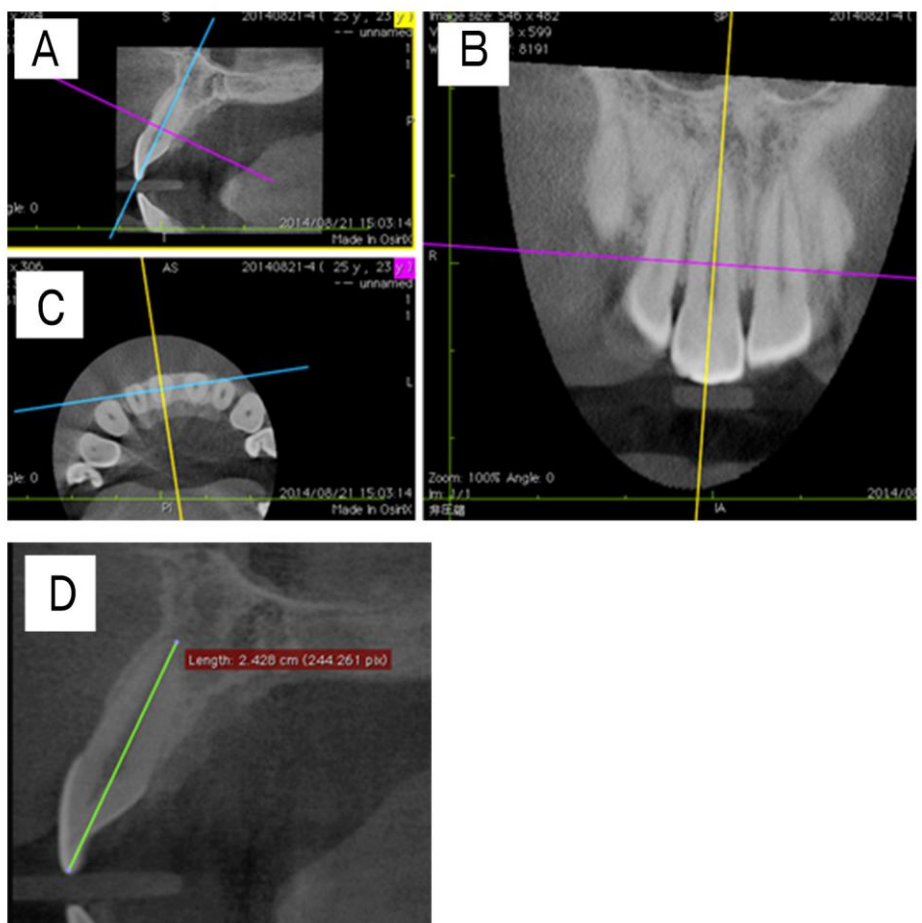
被験者上顎前歯 CBCT 及び MPR 画像計測
